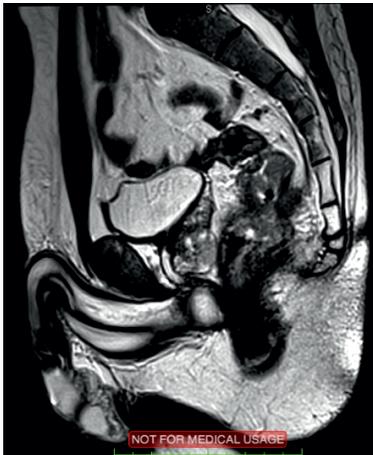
МРТ малого таза до предоперационной химиолучевой терапии.
